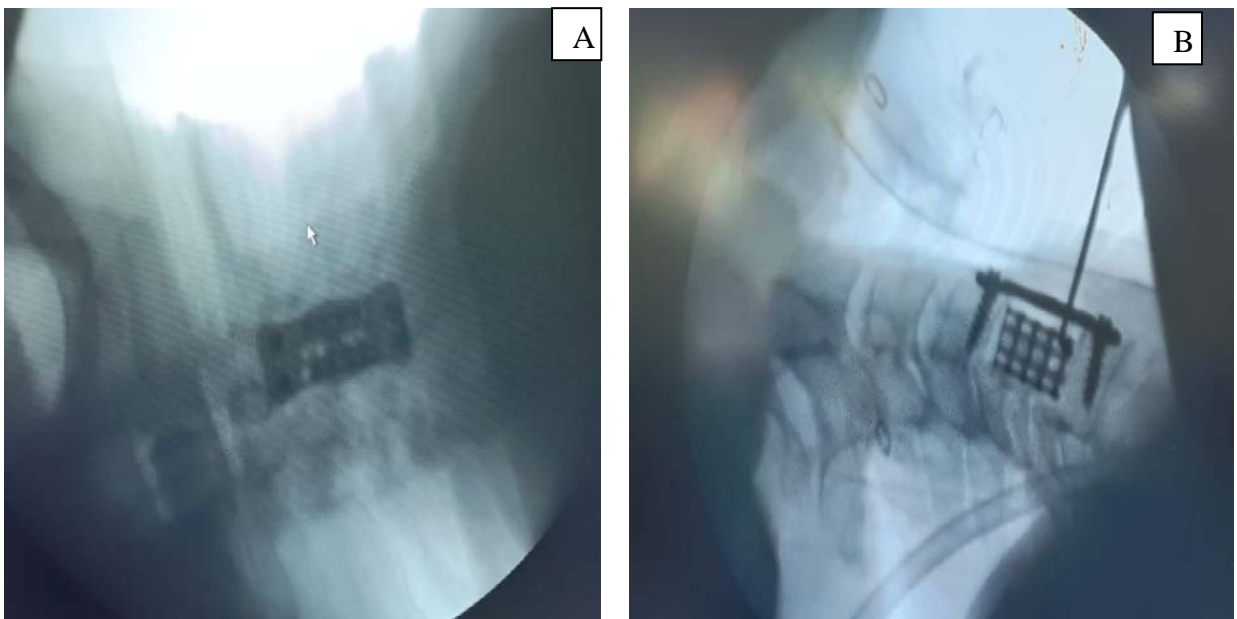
Radiographie standards du rachis cervical de contrôle post opératoire du même patient de face (A) et de profil (B) après une corporectomie de C5 et double discectomie C4-C5, C5-C6 et mise en place d'une Mesh et fixation par plaque cervicale antérieure.
